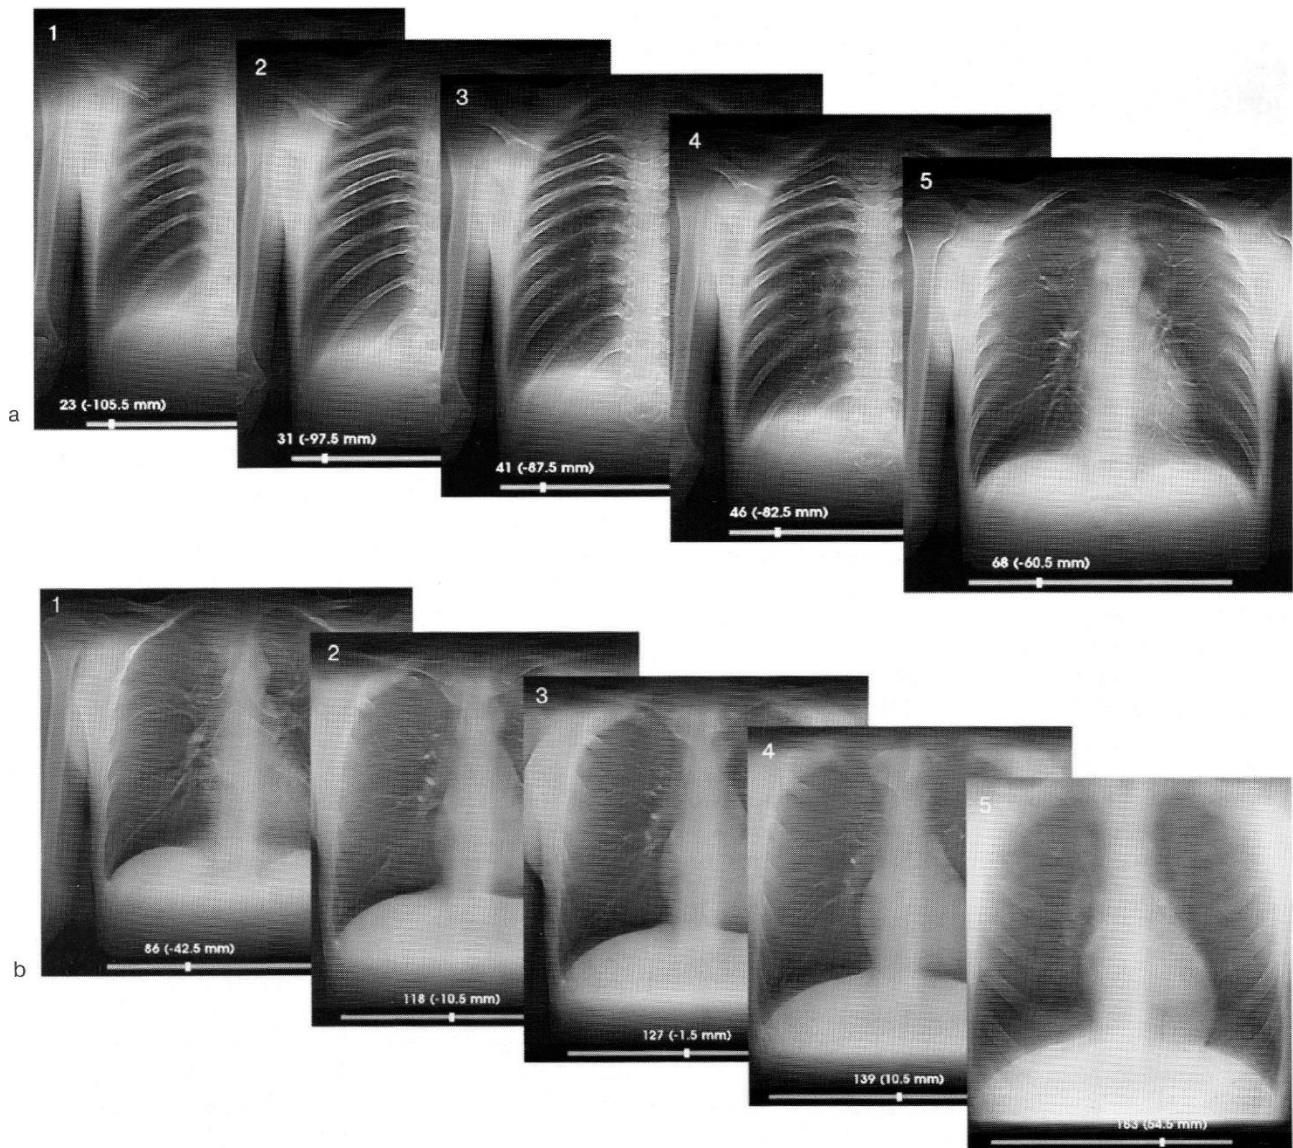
Ілюстрація можливості відображення на томографічних шарах різних по глибині зон інтересу від лопаток і задніх відділів ребер до передніх відділів ребер і грудини в порівнянні з рентгенографічним знімком, а: 1 - лопатки; 2 - задні відділи ребер; 3-4 - задні відділи легенів і основи дуг грудного відділу хребта; 5 - тіла хребців, судини; б: 1 - трахеобронхіальне дерево; 2-3 - передні відділи легенів, ключиці; 4 - рукоятка грудини; 5 - передні відділи ребер і тіло грудини.
